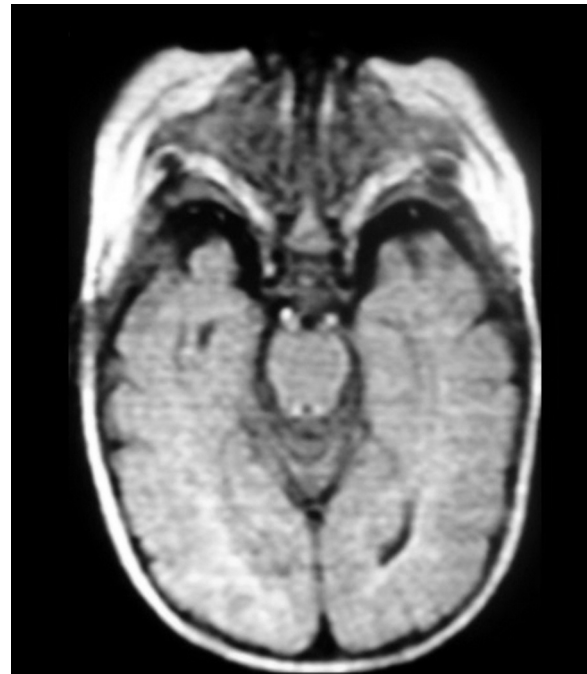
RM de cerebro, corte axial, FLAIR: se detectan múltiples bandas lineales horizontales, como consecuencia del tubo fluorescente titilando en la sala del resonador.
